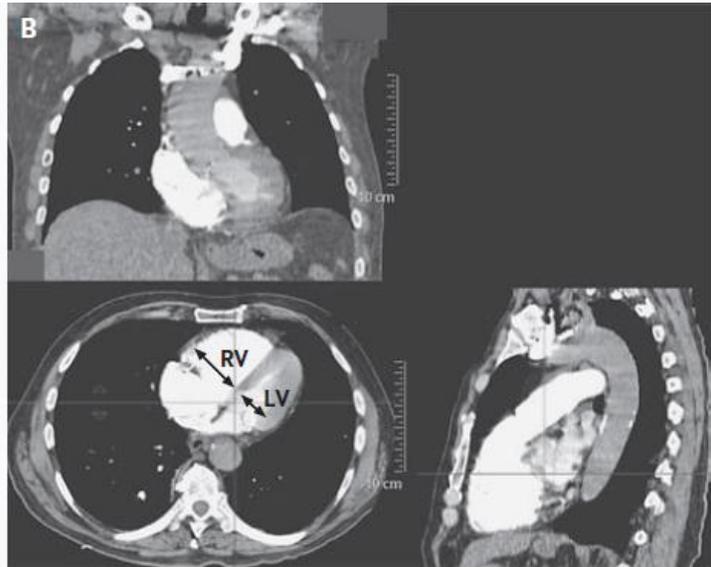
Angiotomografía donde se miden los diámetros ventriculares, un índice >1.0 de la medición del VD/VI es indicativo de disfunción del VD.
